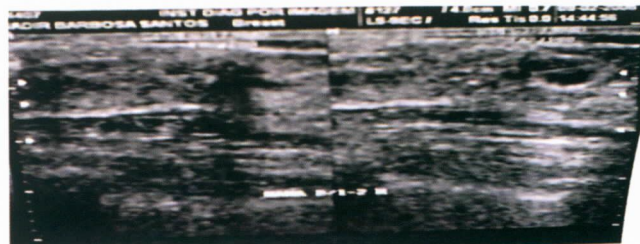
Ultra-sonografia.
